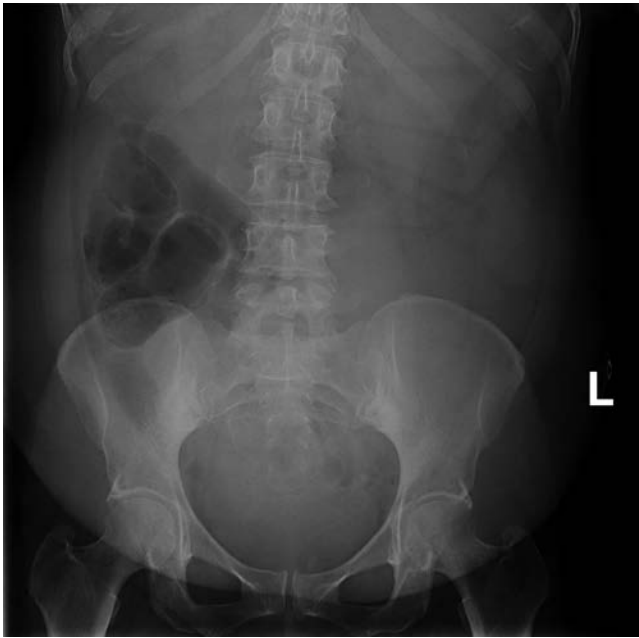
Obstrucción del intestino delgado. La radiografía simple en decúbito (A) muestra dilatación de asa de intestino delgado en el cuadrante superior derecho del abdomen y la radiografía de pie (B) confirmó la presencia de niveles hidroaéreos en las asas de intestino delgado y estómago, que son compatibles con obstrucción de intestino delgado.
